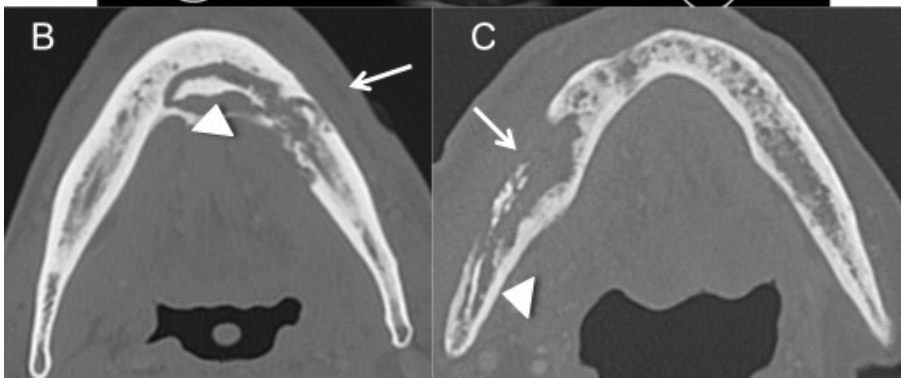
Osteonecrose dos bifosfonatos. Imagem axial de TC em janela óssea de um paciente com osteonecrose da mandíbula após terapêutica com bifosfonatos demonstra várias áreas líticas (setas) e um sequestro ósseo (cabeça de seta).
